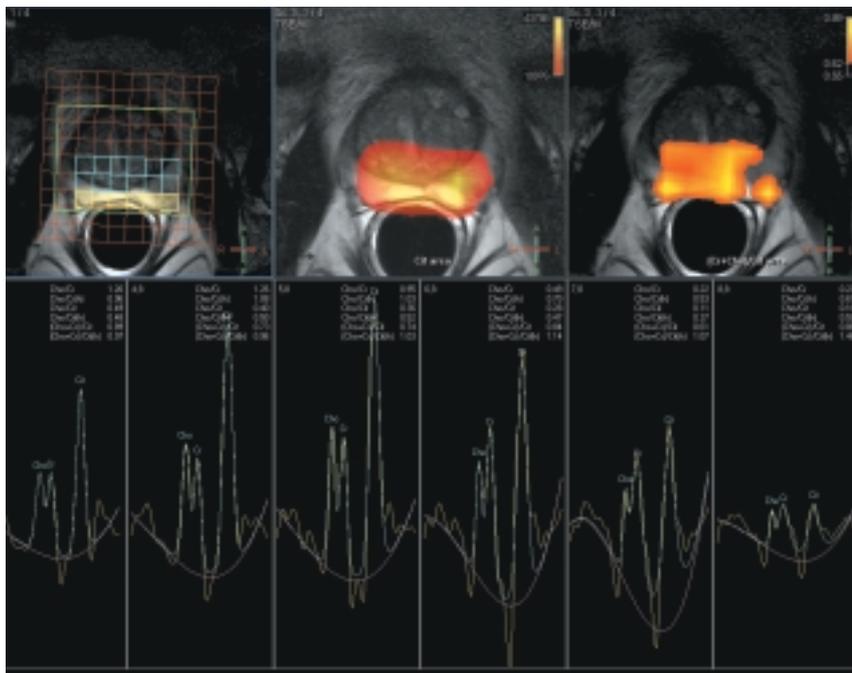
Détection par IRM d'un cancer de la prostate chez un homme de 62 ans dont le PSA était en progression un an après une série de biopsies qui avaient été rassurantes. Les 4 séquences ont montré une cible suspecte dans la zone périphérique du lobe gauche. Deux biopsies sur 14 ont montré un adénocarcinome à la partie moyenne du lobe gauche, de Score VII de Gleason.
